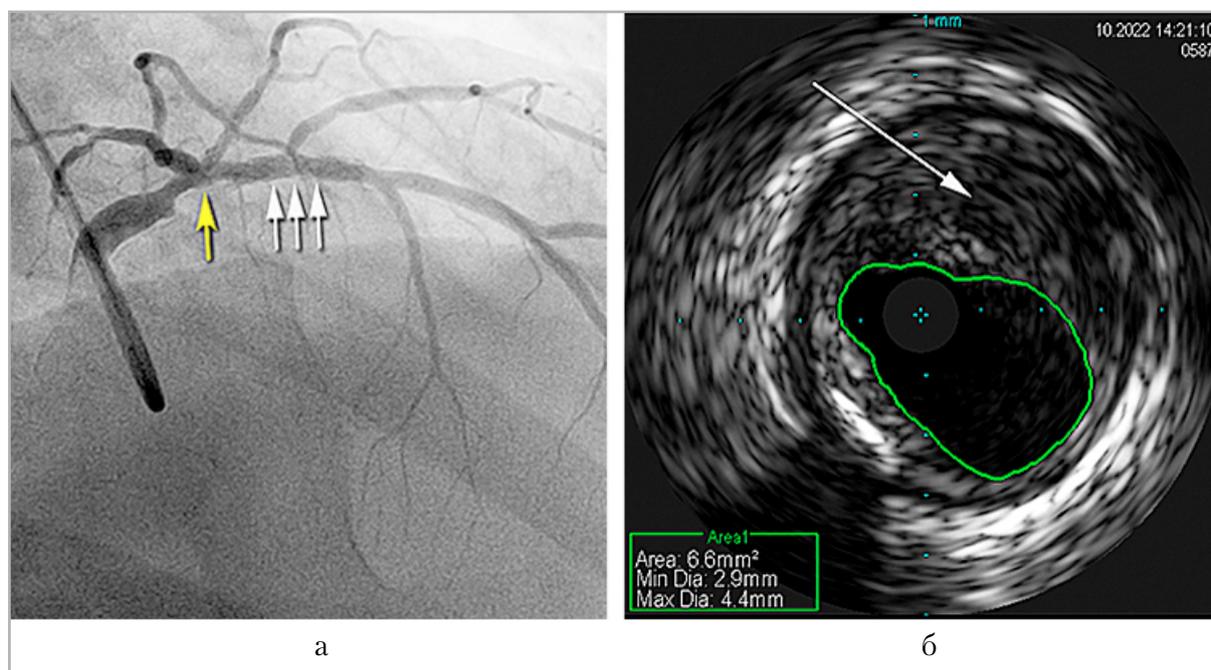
Коронарограмма (а) и ВСУЗИ (б) ПНА: а — проксимальный стеноз ПНА (желтая стрелка) от устья артерии до ранее стентированного сегмента ПНА (белые стрелки); б — атеросклеротическая бляшка на границе ствола ЛКА (левая коронарная артерия) и ПНА (стрелка) с сохранением площади просвета ствола ЛКА  $6,6 \text{ мм}^2$  (зеленый контур): area — площадь просвета сосуда, Min Dia — минимальный диаметр, Max Dia — максимальный диаметр просвета сосуда
